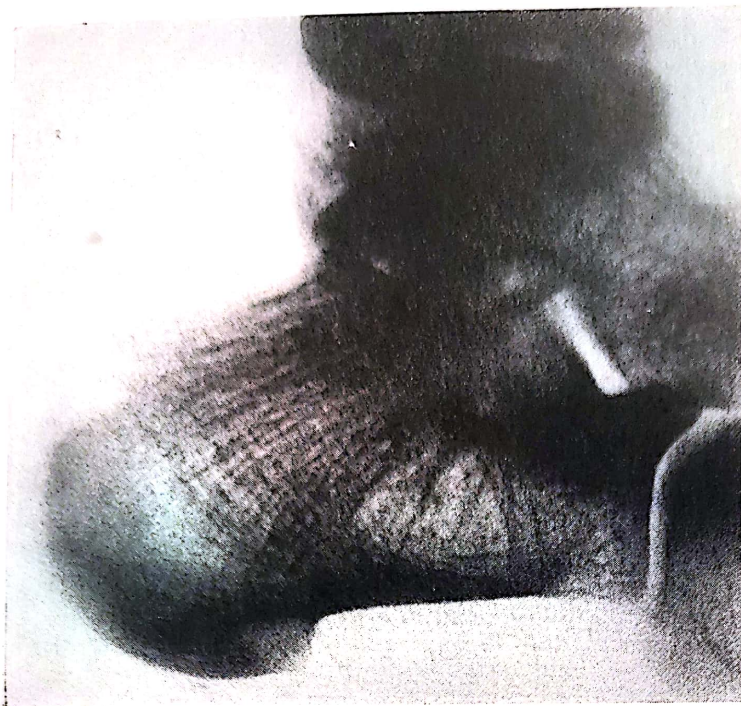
Radiografia de profil a unui calcaneu normal, la care se observă o zonă de rarefacție situată sub *sulcus calcanei*, descrisă sub numele de triunghiul WARD, delimitat de traveele sistemelor talamic, apofizar anterior și plantar.
